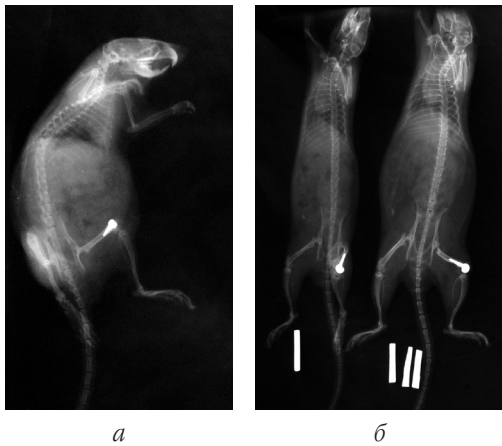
Рентгенограми щурів після ендопротезування: а, б — стегна; в — гомілки; г — стегна і гомілки
